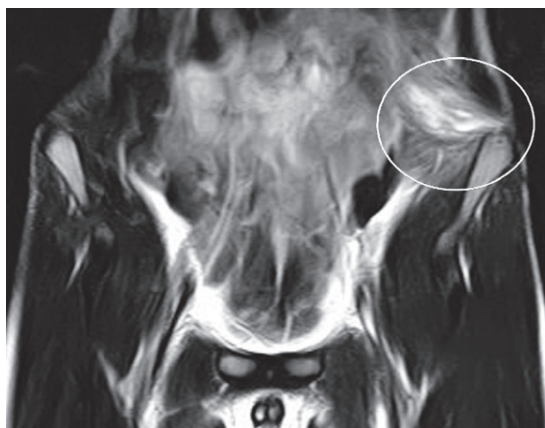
腹部単純 MRI T2 強調像：腹斜筋と腹横筋に高信号域を認める．
